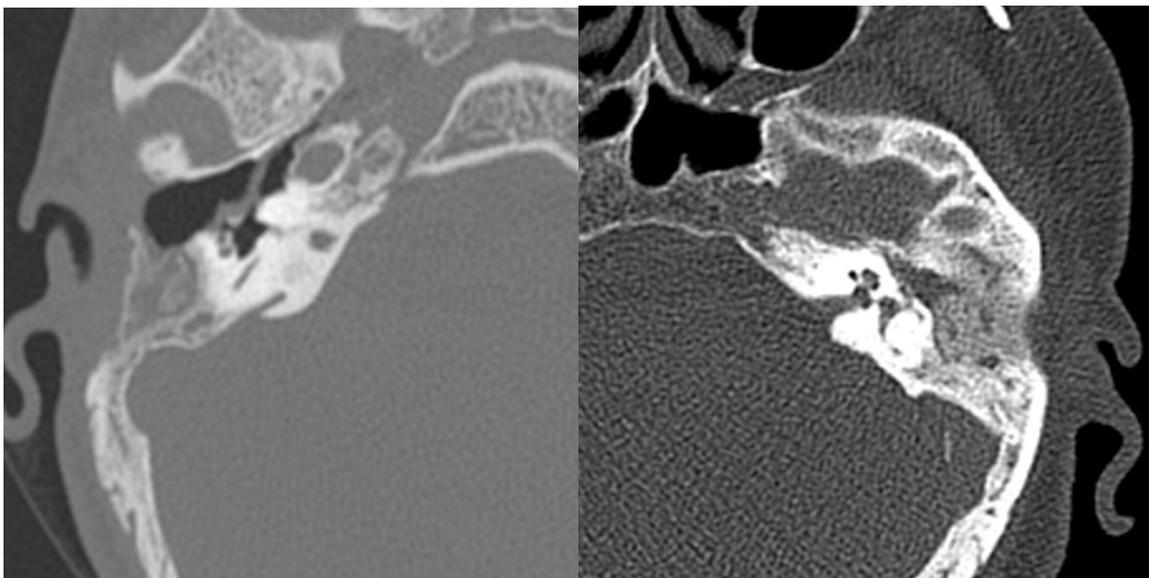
КТ височных костей пациентов после облитерации мастоидальной полости аутоостружкой кортикального слоя височной кости.
